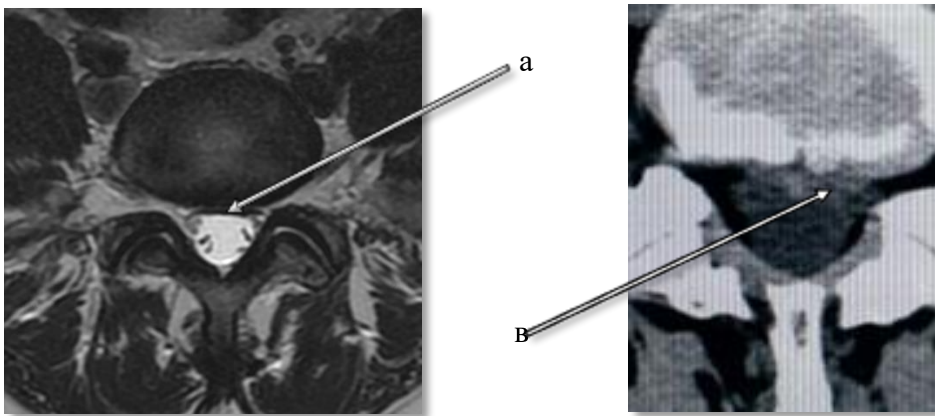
Знімки МРТ та КТ пацієнтів до проведення маніпуляції:
